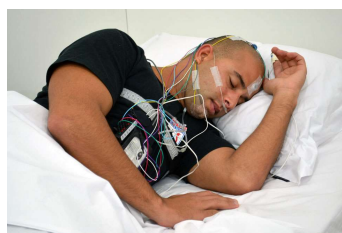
Exemplo de um exame de polissonografia.
